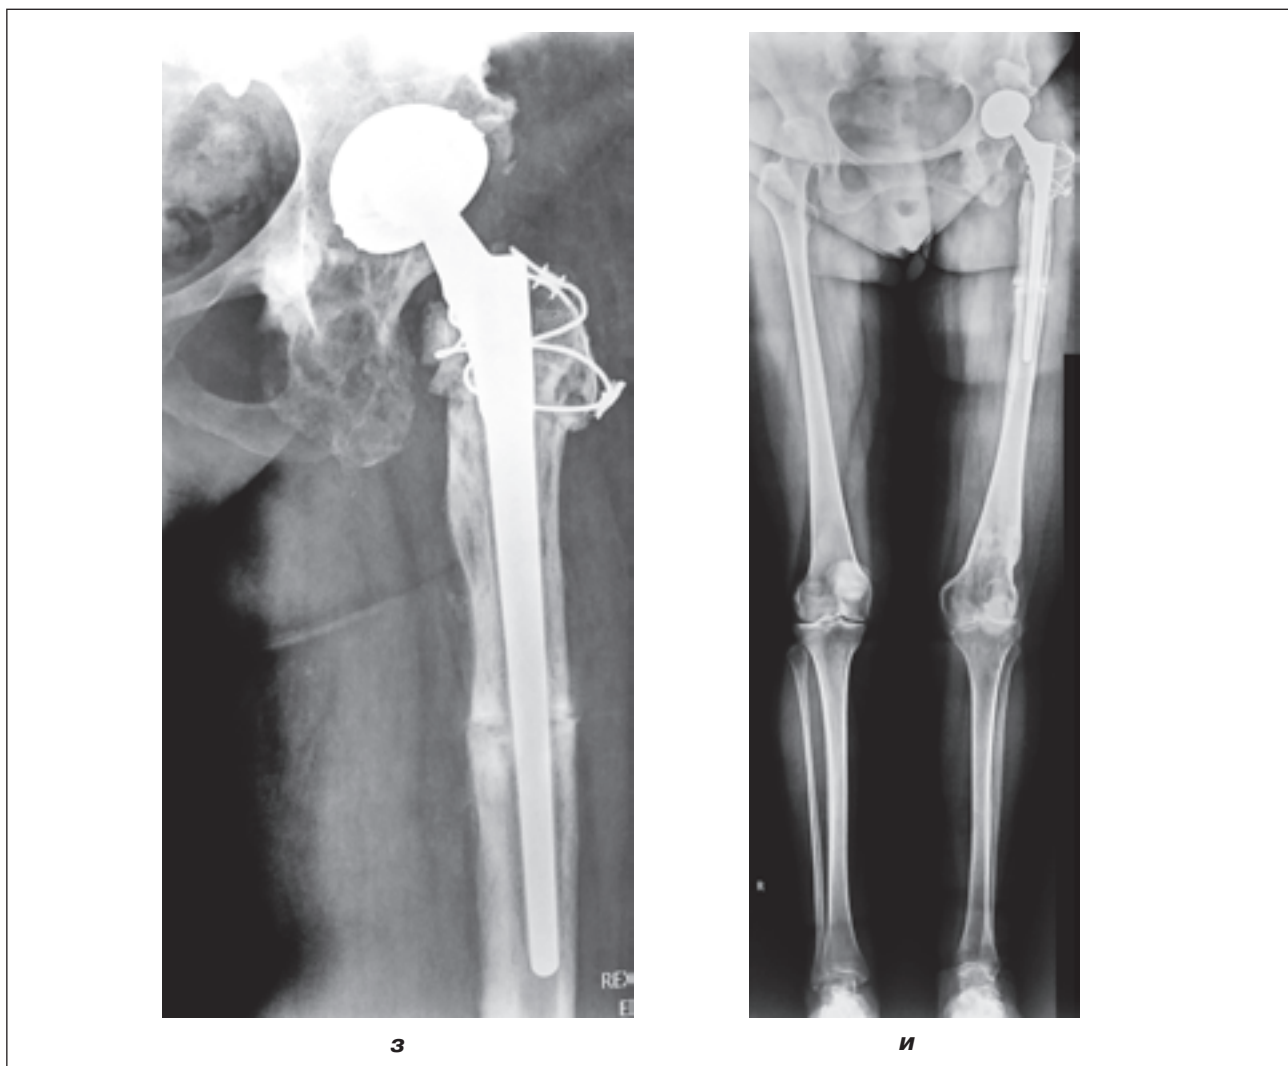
Пациентка В.: а, б — рентгенограммы тазобедренного сустава до операции; в — осевая рентгенограмма нижних конечностей; г — пластиковый прототип таза с сосудами и нервами; д–ж — этапы проведения артропластики тазобедренного сустава; з — рентгенограмма тазобедренного сустава через 6 месяцев после операции; и — осевая рентгенограмма нижних конечностей через 6 месяцев после артропластики →
